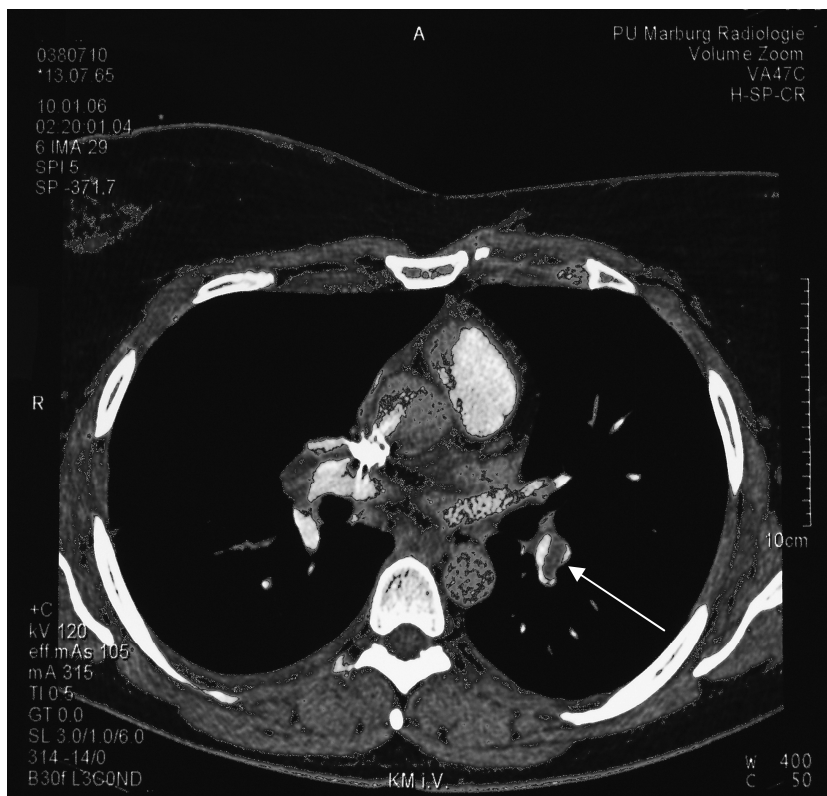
CT Thorax: Nachweis einer Lungenembolie beidseits, teils noch umspülte Thromben (Patientin Nr. 31).
